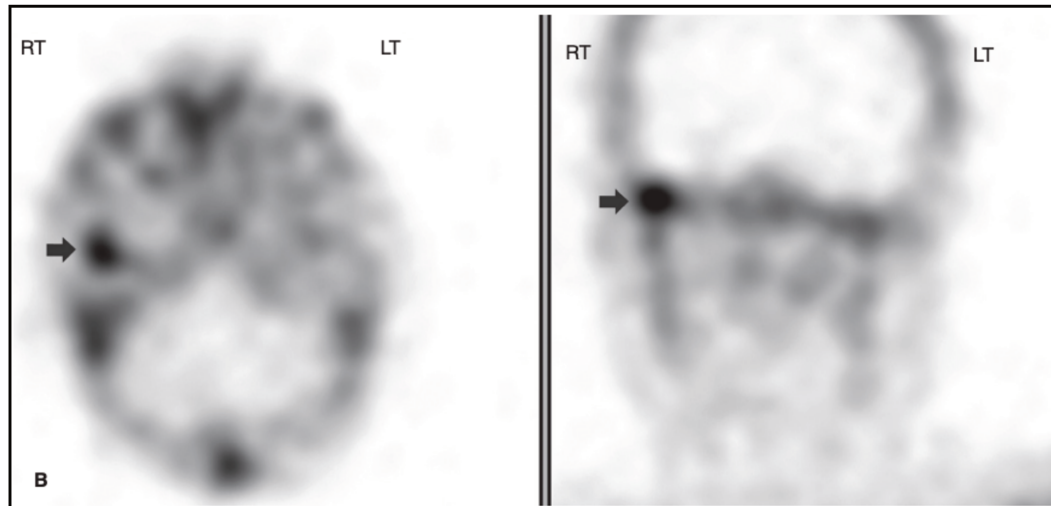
Tomographie d'émission monophotonique (TEMP) du même patient que la figure 9 montrant l'activité accrue dans le condyle droit par hyperfixation de l'isotope ^{99m}Tc (27)
